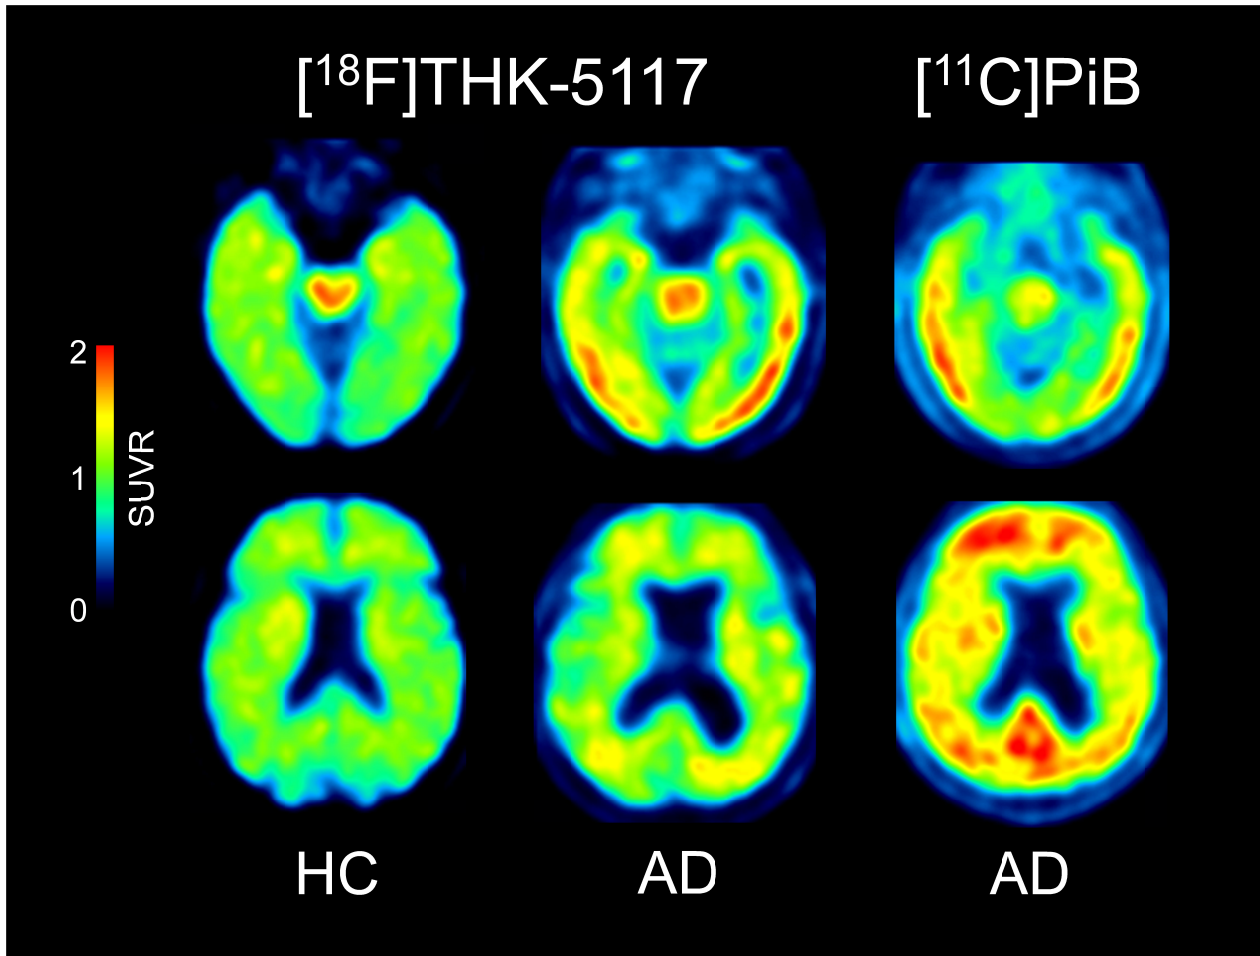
健常高齢者 (HC) (78 歳男性)、アルツハイマー病患者 (AD) (72 歳女性、MMSE スコア 10 点) における $[^{18}\text{F}]\text{THK-5117}$ PET 画像 (投与後 50 ~ 60 分の SUV 加算画像) と同一 AD 患者の $[^{11}\text{C}]\text{PiB}$ PET 画像 (投与後 40 ~ 70 分の SUV 加算画像)
